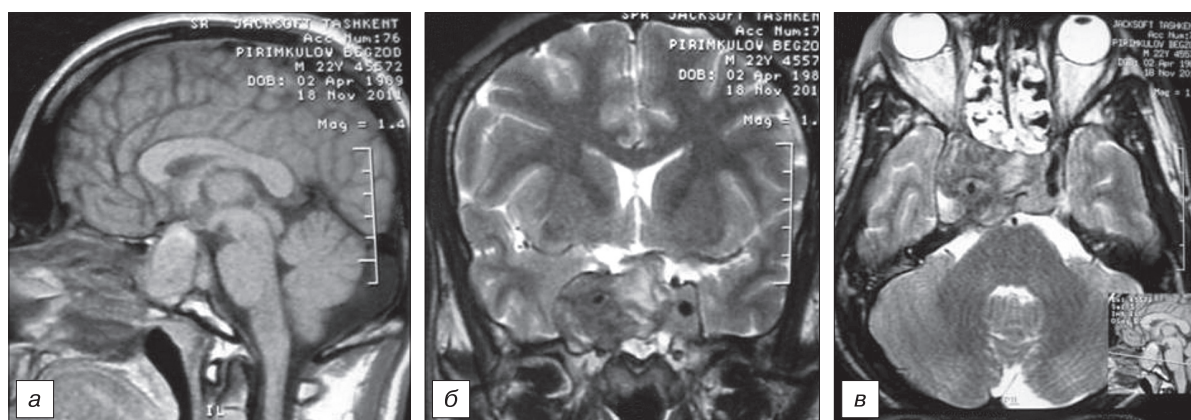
МРТ головного мозга до операции.
